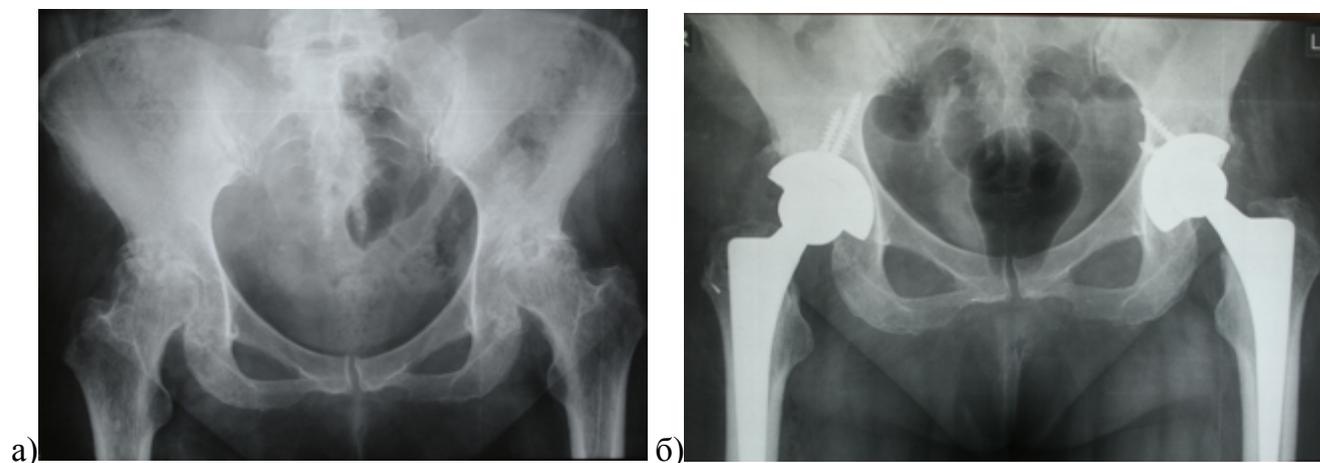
Рентгенограммы таза пациентки 59 лет с ревматоидным артритом с преимущественным поражением тазобедренных суставов: а) полностью отсутствует суставной хрящ, наблюдается кистовидная перестройка в головках бедренных костей и вертлужных впадинах, отмечается разрушение преимущественно верхне-наружного отдела вертлужных впадин; б) сначала прооперирован левый ТБС, а через 6 месяцев правый, в обоих случаях установлены бесцементные вертлужные компоненты с дополнительной фиксацией винтами
